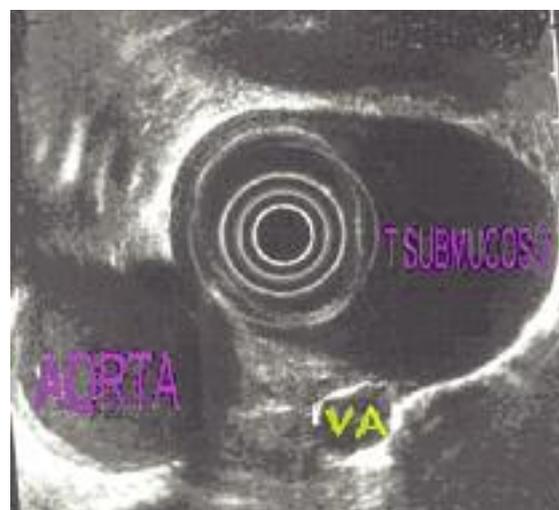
Ecografía que muestra un leiomioma localizado y su relación con elementos vasculares: venas ácigos y aorta.
